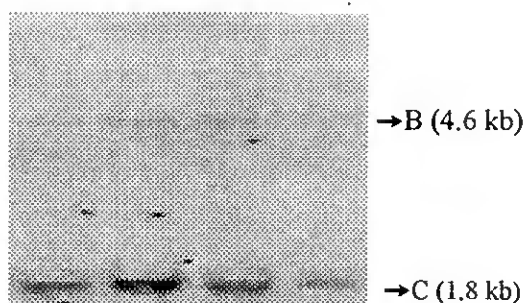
Autorradiografia dos fragmentos de restrição detectados após digestão do DNA genômico caprino com a enzima *Sac*I e hibridação com uma sonda do gene receptor da hormona de crescimento bovina (bGHR8). O tamanho dos fragmentos (em kb) foi estimado por comparação com o dos marcadores moleculares λ /*Hind*III e ϕ X174 RF DNA/*Hae*III.
